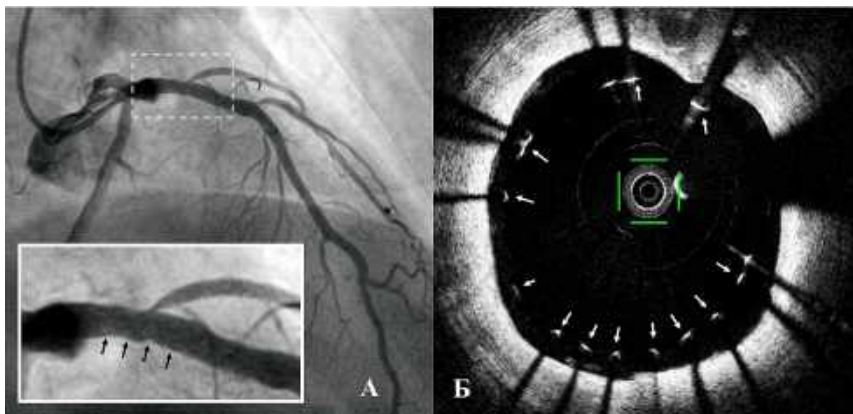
Дані оптичної когерентної томографії у пацієнта Ж. після проведення стентування в ураженому сегменті ПМЖВ ЛКА (пояснення у тексті):
